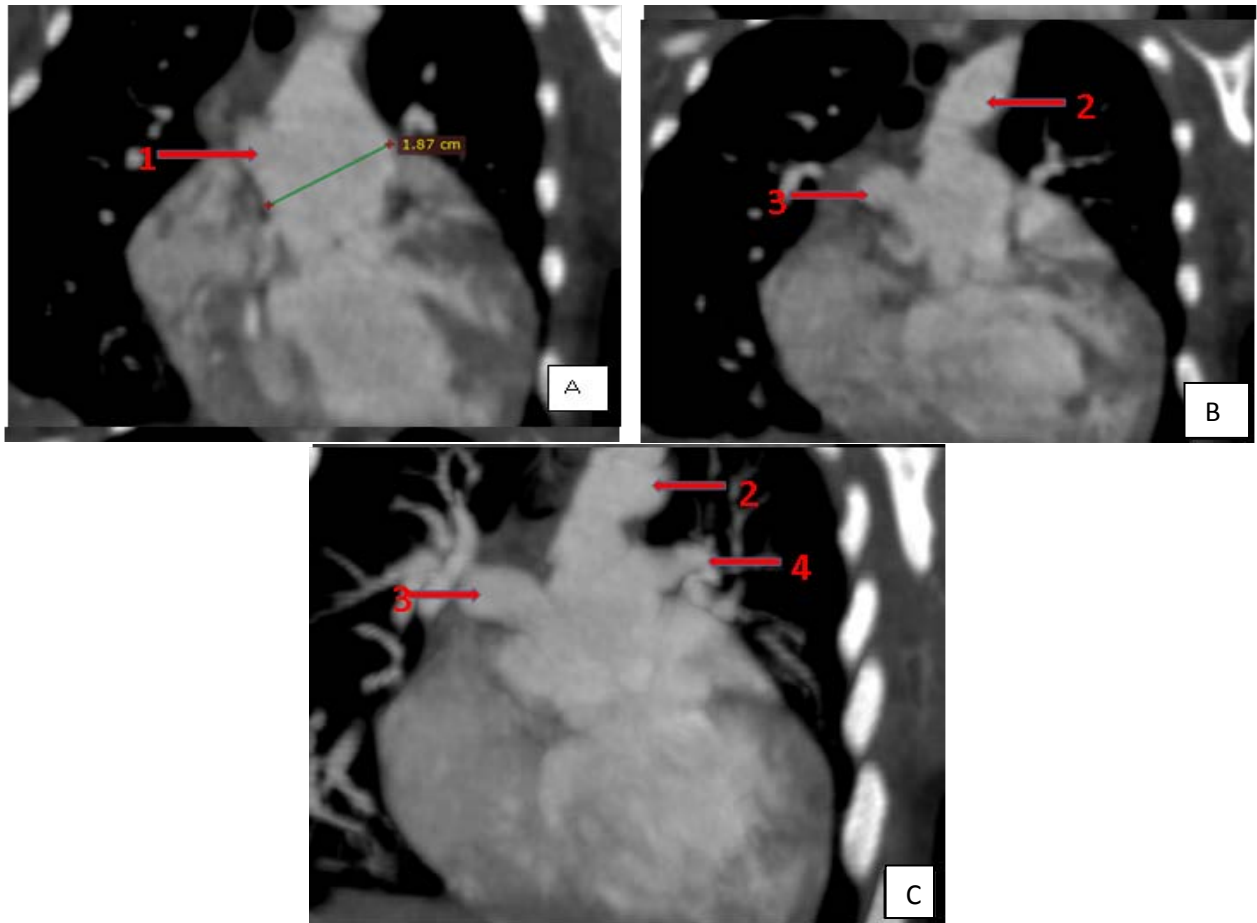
TDM thoracique, coupe parallèle au grand axe de truncus arteriosus TYPE II, mesurant 1,87cm (image A), coupe parallèle au grand axe de truncus arteriosus TYPE II, montrant la sortie de l'artère pulmonaire droite à partir de Truncus arteriosus (image B) coupe parallèle au grand axe de truncus arteriosus TYPE II, montrant la sortie de l'artère pulmonaire droite à partir de Truncus arteriosus(image C):chez un nouveau-née de 7j (service de radiologie CHU Mohamed VI Marrakech).
